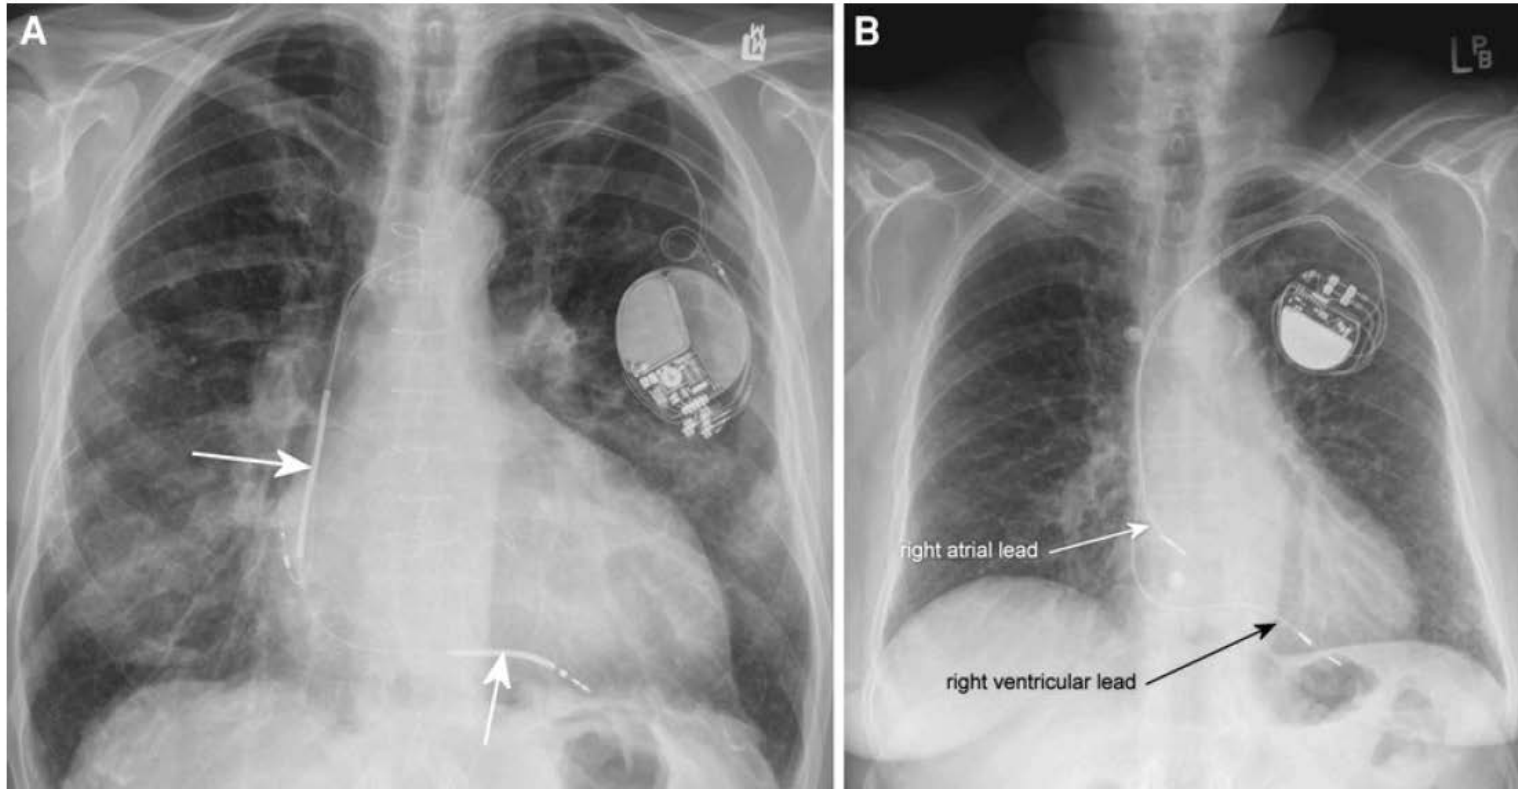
Radiographic appearance of an implantable cardioverter-defibrillator (ICD) (A) and a cardiac pacemaker (B). The only reliable way to differentiate an ICD from a pacemaker is the presence
